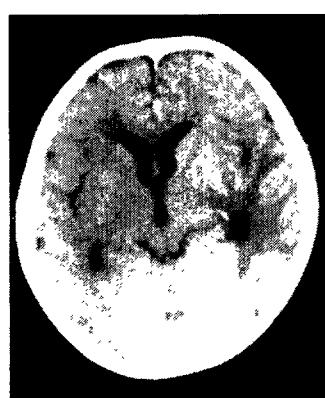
Follow-up brain CT showed disappearance of the lesion after two weeks of intravenous high dose methotrexate therapy.
